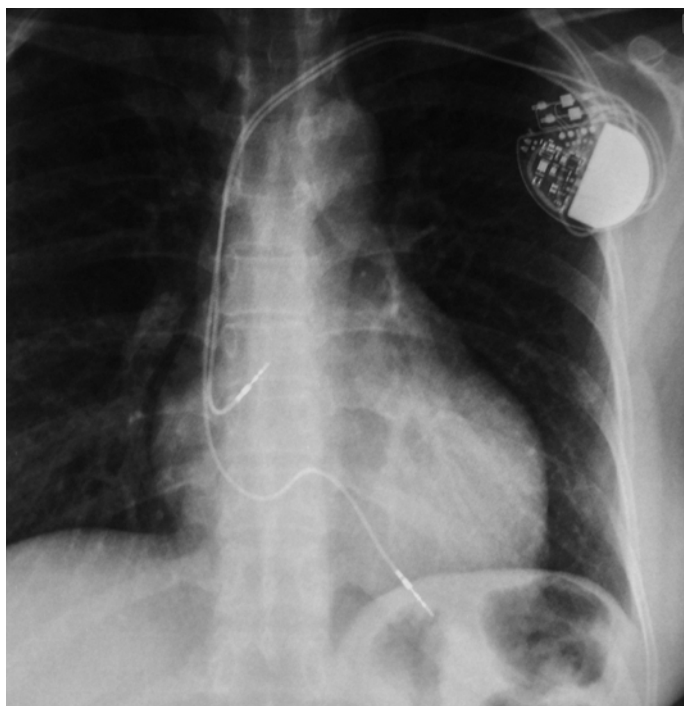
Radiografía Pa de tórax: Cables de fijación activa en orejuela de aurícula derecha y ápex de ventrículo derecho, conectados a generador bicameral situado en región pectoral izquierda.
